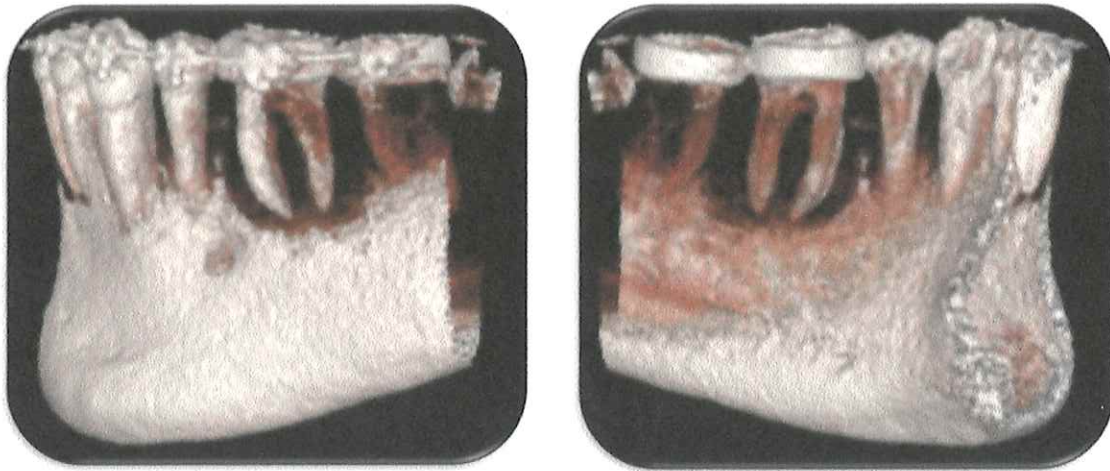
Reconstrucción 3D por tomografía Cone Beam.
